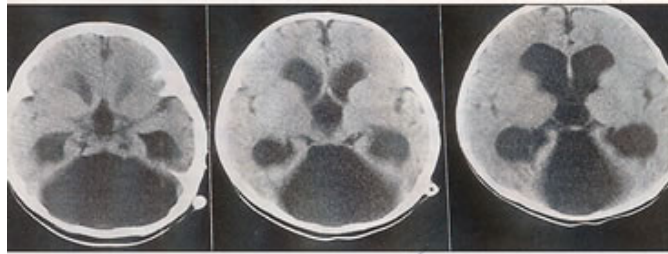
TDM : malformation de Dandy - Walker.
